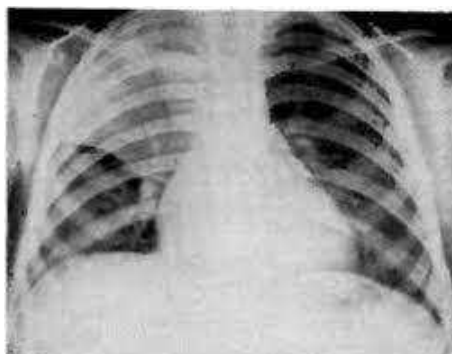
Рисунок Б-1 Рентгенограмма легких в прямой проекции. Отмечается клиновидная зона снижения пневматизации легочной ткани в правом гемитораксе.
